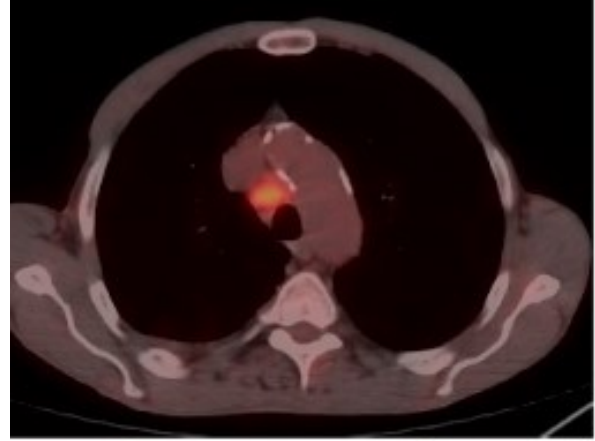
PET-BT'de Sağda FDG Tutulumu Gösteren Kitle Görünümü.
